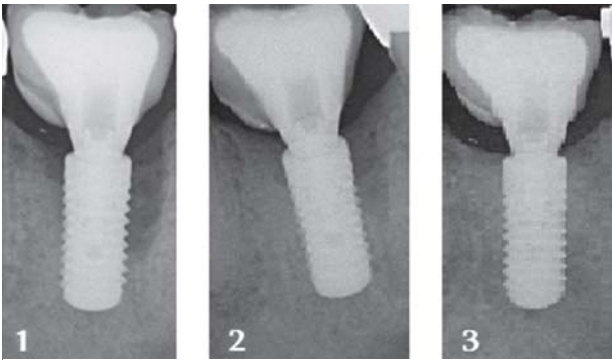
Рентгенографічні параметри до лікування.
